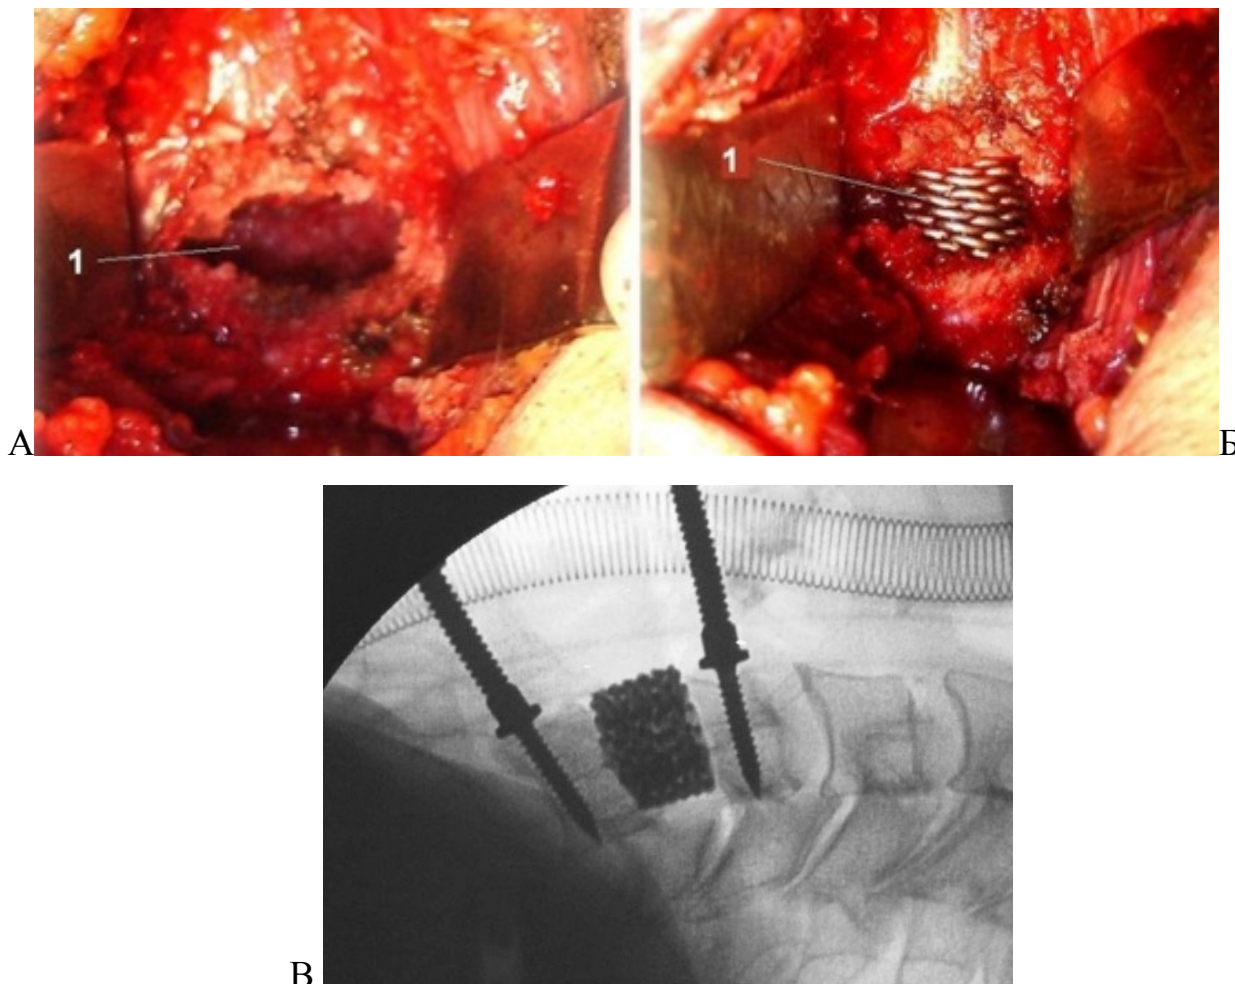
Этапы установки ЯТИ: А – дискэктомия, подготовка ложа (1) для установки ЯТИ; 2 – имплантат (1) установлен в подготовленное ложе (тот же больной). В – интраоперационный рентген-контроль положения ЯТИ
